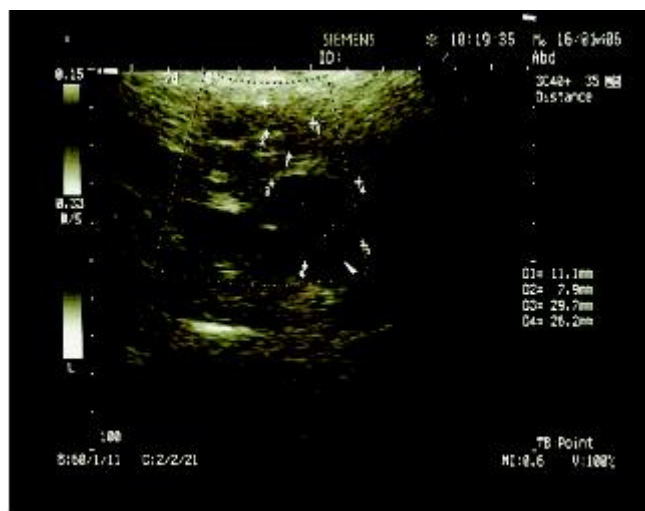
Image échographique d'une tumeur stromale de l'estomac montrant une image hypoéchogène [76].
